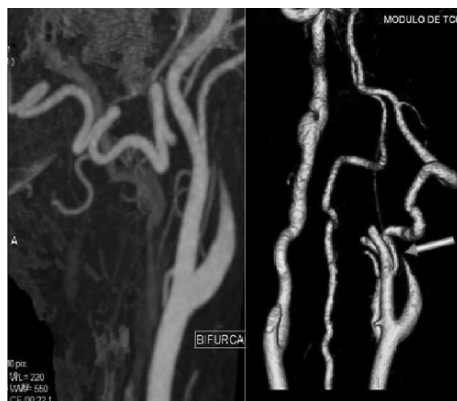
Angio-TC que muestra disección a nivel de la arteria carótida interna (ACI).
